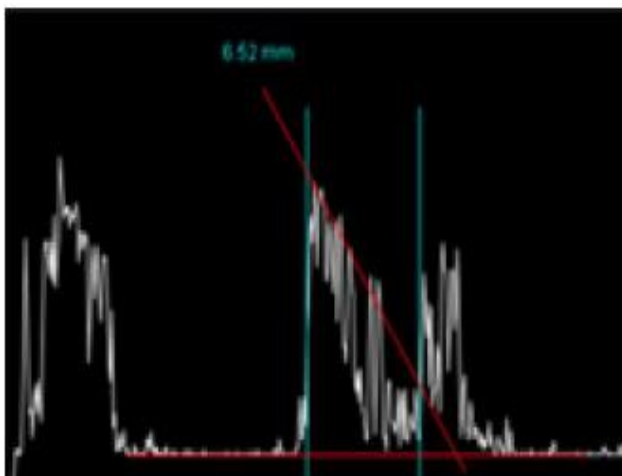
L'ecografia monodimensional (Eco A) de la lesió de la figura 7 mostra el denominat "angle kappa" constituent en una caiguda accentuada, progressiva i regular dels ecos a partir de l'apex del tumor, característica del melanoma coroïdeu.
